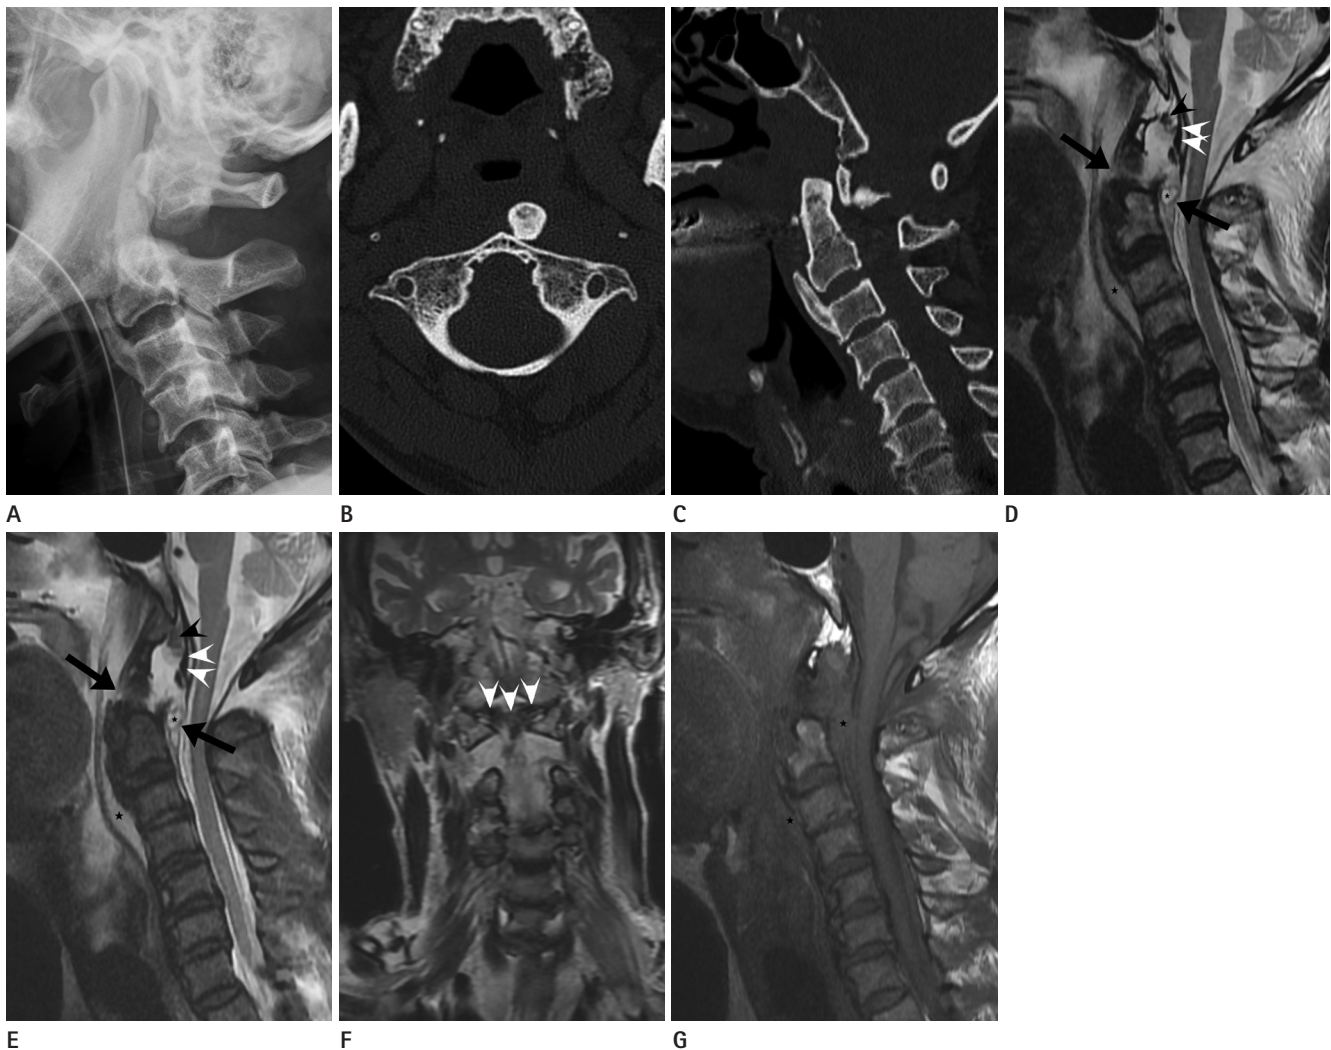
Traumatic posterior atlantoaxial dislocation without fracture of the odontoid process in a 78-year-old man. Cervical spine lateral radiography (A) shows posterior dislocation of the atlas with respect to the axis. Axial computed tomography (CT) scan (B) shows that the odontoid process is located anterior to the atlas. Sagittal CT image (C) demonstrates no evidence of odontoid fracture. T2-weighted sagittal magnetic resonance (MR) (D) and fat suppression T2-weighted sagittal MR (E) demonstrate ruptured anterior longitudinal and posterior longitudinal ligaments (arrows). Also, the apical ligament (black arrowhead) is detached from the odontoid process. T2-weighted sagittal (D) and coronal MR (F) images show an intact transverse ligament (white arrowheads). Fluid collection or hematoma is noted in the upper cervical prevertebral and epidural regions (asterisks on image D, E and G). There is no spinal cord signal abnormality.
